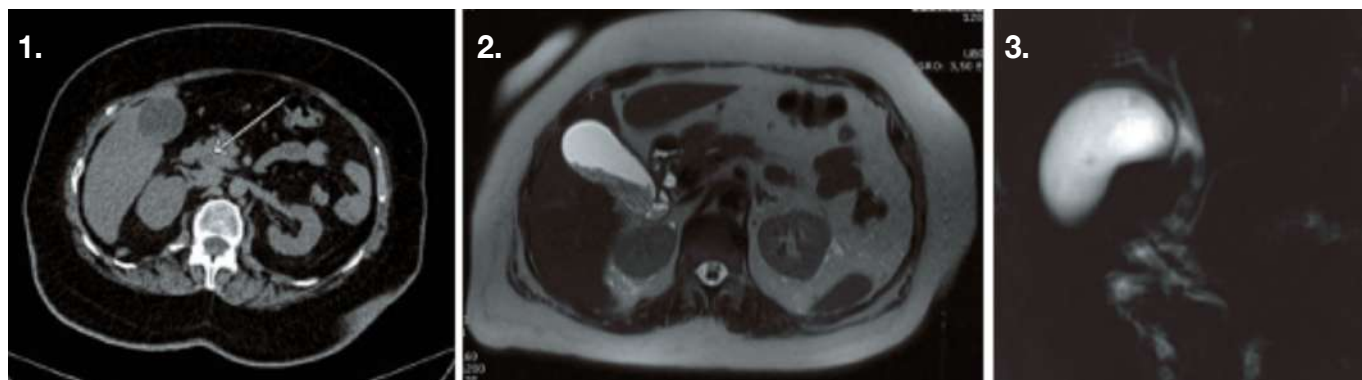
CT simple de abdomen, imagen hiperdensa puntiforme, en relación con lito, localizada a nivel de tercio distal de colédoco. (Coledocolitiasis).
